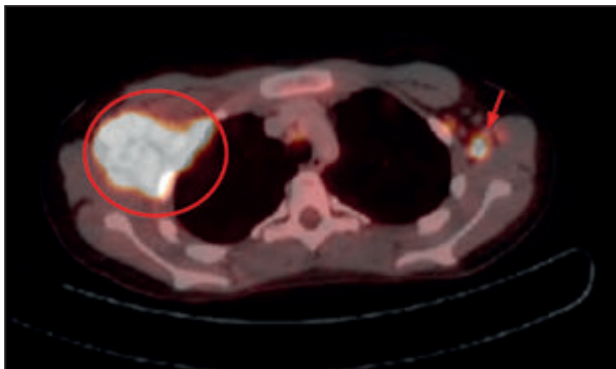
Imatge de PET-TC on es visualitza captació del traçador en un conglomerat axil·lar dret de 5x7 cm (cercle) i una petita adenopatia axil·lar esquerra (fletxa). El conglomerat axil·lar tenia un valor d'absorció estandarditzat (SUV) màxim de 20. L'adenopatia axil·lar dreta presenta un centre no metabòlic, suggestiu de necrosi.
